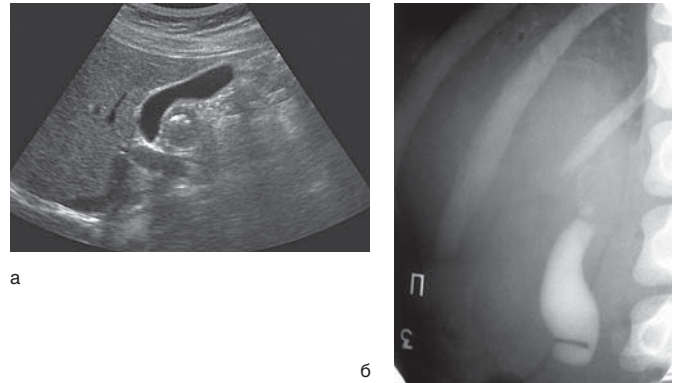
ДБТ: а — УЗИ: первичная дискинезия желчного пузыря; б — холецистография: вторичная дискинезия (перетяжка желчного пузыря)
